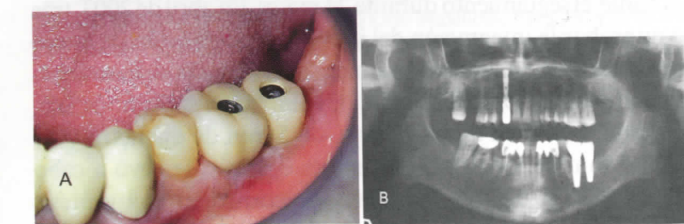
(A) Vista de la prótesis atornillada implanto-soportada y (B) radiografía panorámica tres años tras la colocación de los implantes.
